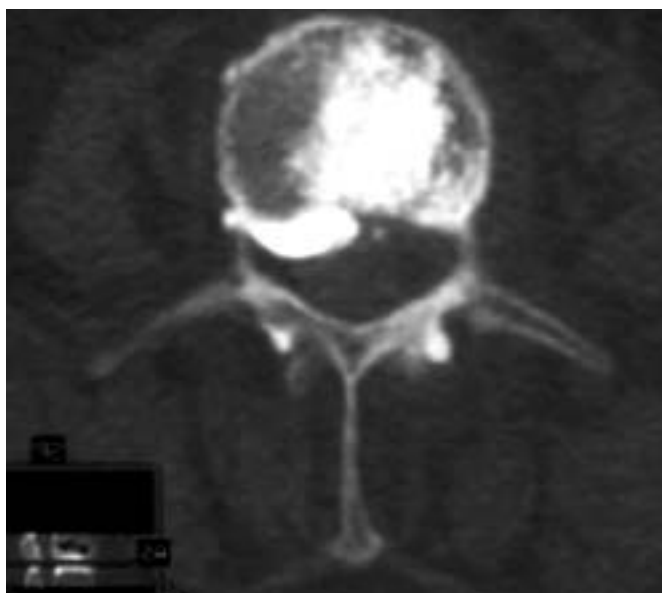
Комп'ютерна томографія. Витікання кісткового цементу в епідуральний простір.
